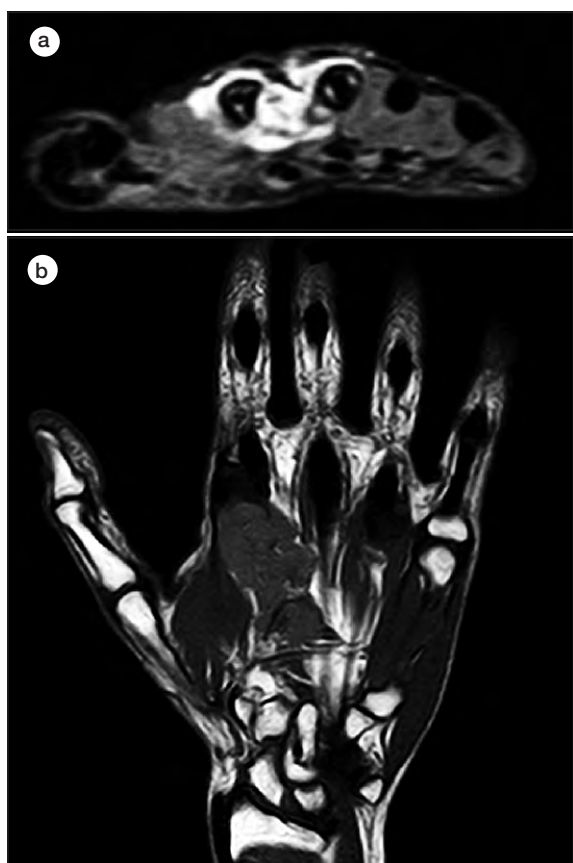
Angio-RM. Corte axial (a) y coronal (b).
